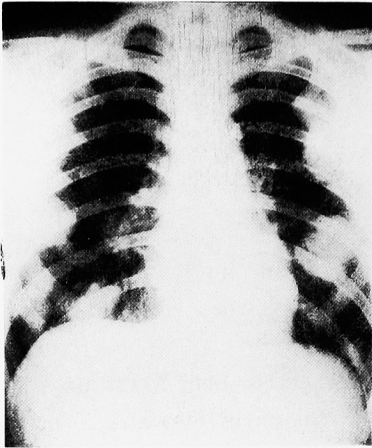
Chest X-ray examination revealed multiple round masses in both lung fields.
